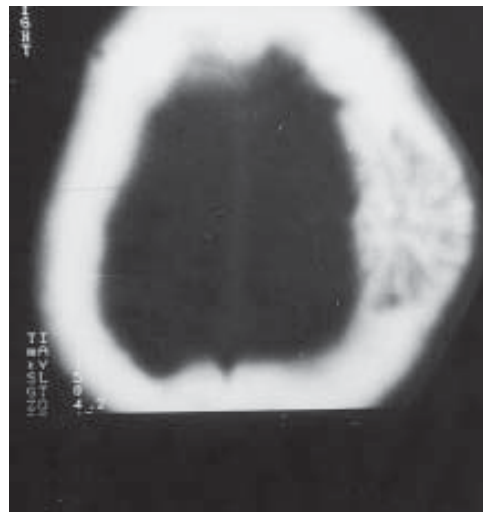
Tomografia computadorizada do crânio de hemangioma do osso parietal, com o aspecto de “favo de mel”, expansão da diploë e erosão das corticais.
